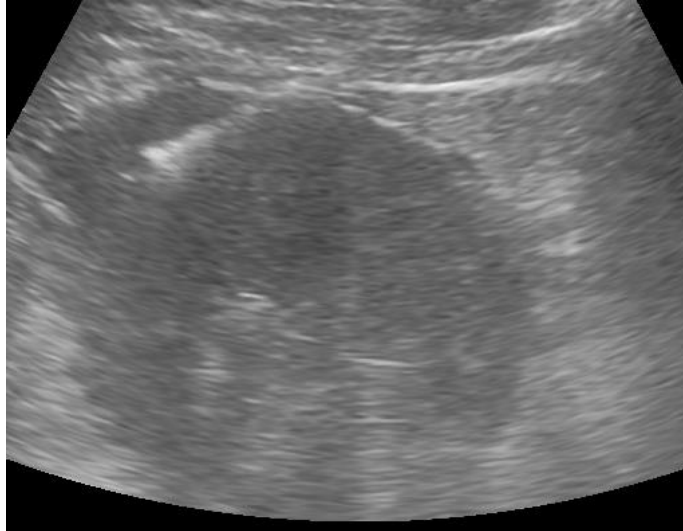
73 yaşında kadın hastada ultrason eşliğinde yapılan geleneksel yöntem ile biyopsi sonrası ekojen hat görülüyor.
